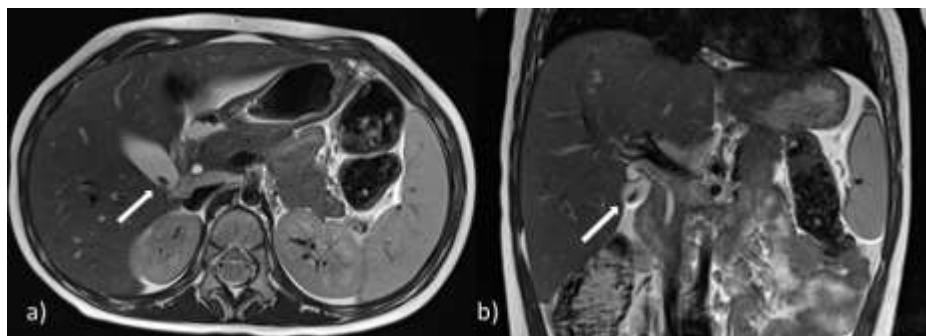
Пациентка Б., 3 года. МРТ брюшной полости, T2ВИ турбо-спин эхо: а) в аксиальной проекции; б) в коронарной проекции. Стрелкой указан паразит в просвете желчного пузыря (гипоинтенсивная линейная структура).
